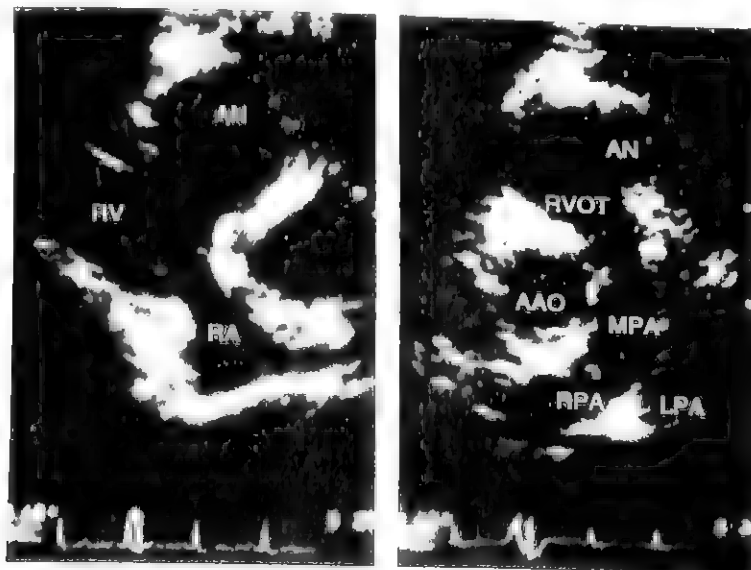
致心律失常型右心室心肌病的超声心动图
